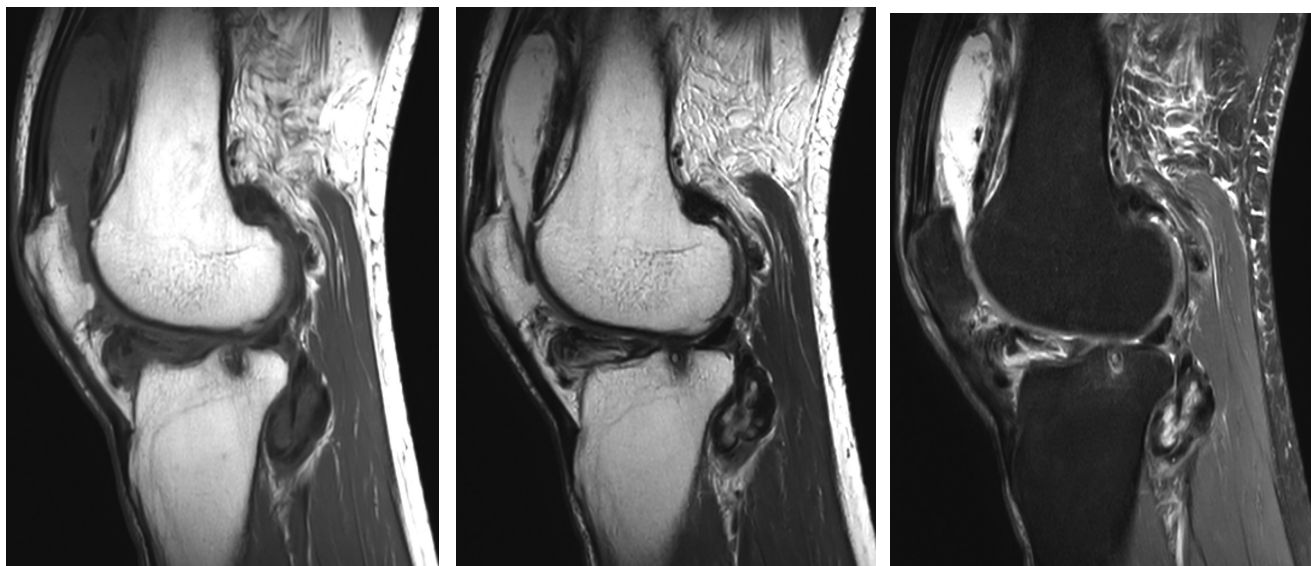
Resonancia magnética de rodilla en adquisición sagital ponderada en T1, T2 y DP con saturación grasa. Se identifica importante aumento de volumen de los tejidos blandos con incremento en la cantidad de líquido sinovial, el cual se observa heterogéneo con la presencia en su interior de imágenes ovoides, de bordes bien definidos de baja intensidad de señal en T1 y en T2, con afectación del compartimento posterior, posterior a fibras del ligamento cruzado posterior, posterior al borde posterolateral de la tibia, en topografía de la grasa de Hoffa, posterior al cóndilo femoral lateral y en la región suprapatelar.
